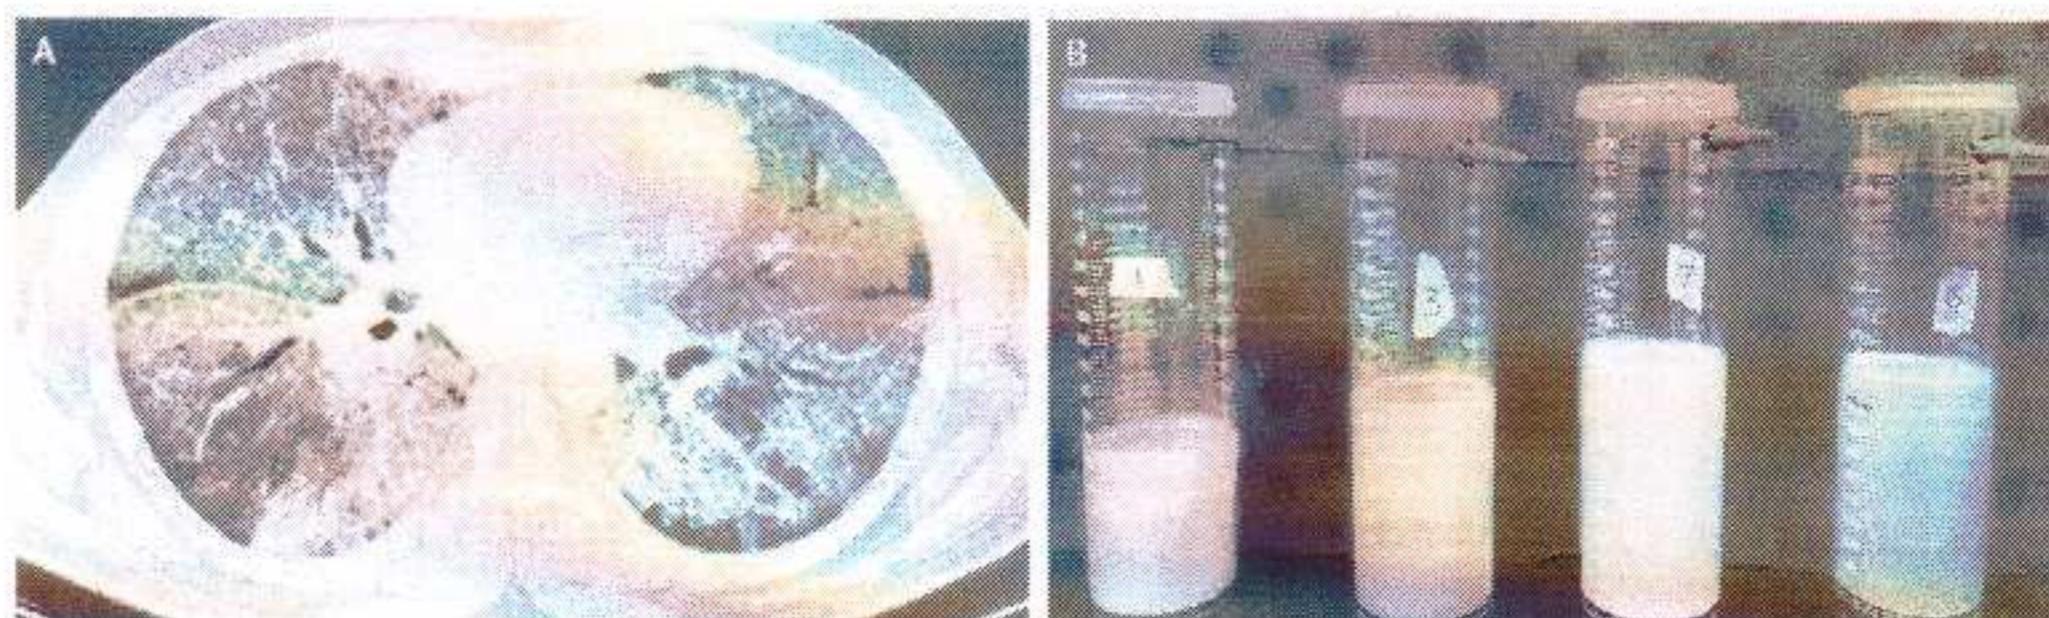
А - КТ-картина органов грудной клетки до проведения БАЛ у пациента с легочным альвеолярным протеинозом, В - лаважная жидкость в процессе промывания при проведении БАЛ
